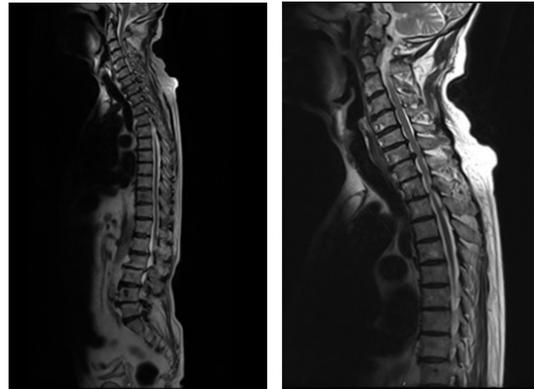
Whole spine MRI.
